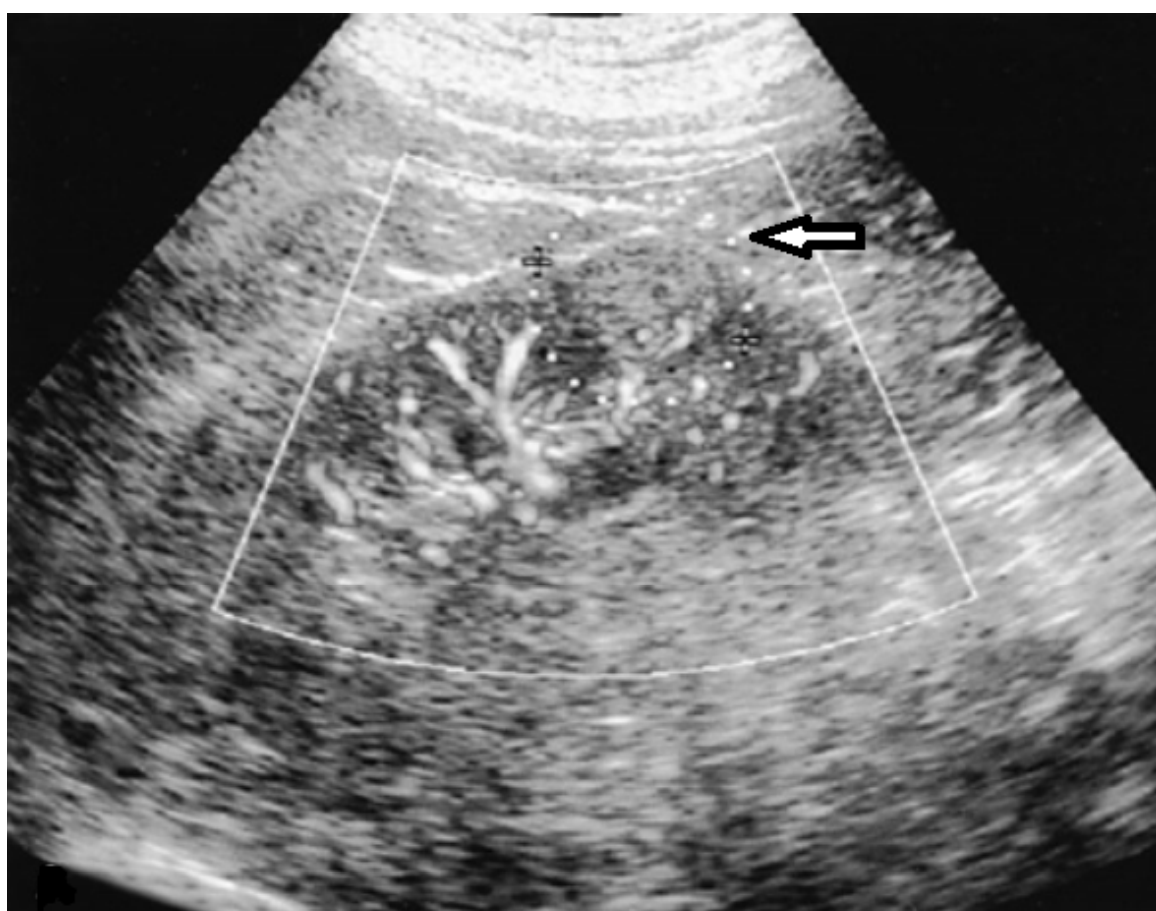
Image d'échographie rénale montrant une lésion légèrement hyperéchogène au pôle inférieur du rein droit.
